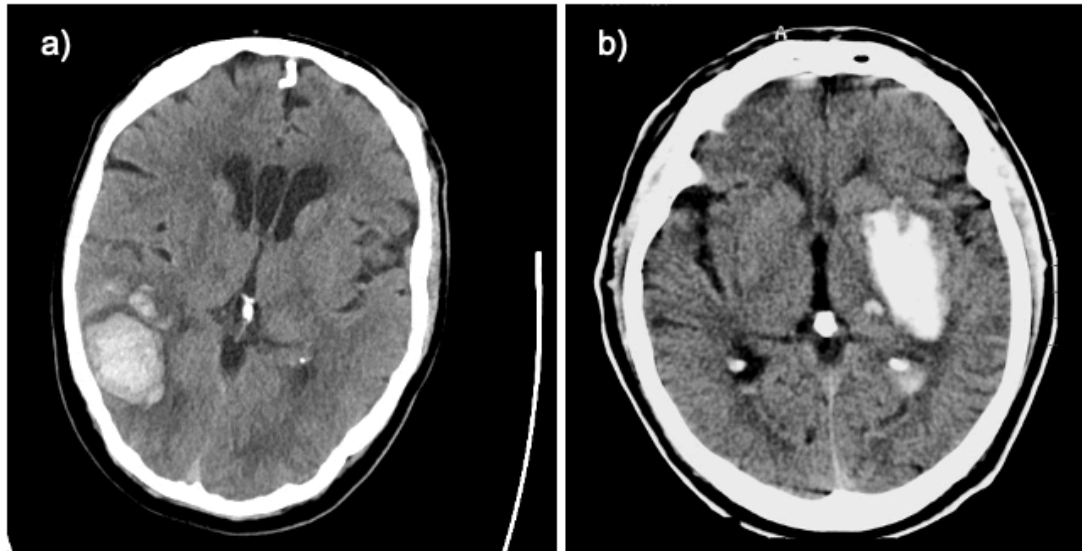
Kraniale Computertomografien (nativ) – a) atypische intrazerebrale Blutung rechts parieto-temporal und b) Stammganglienblutung links.
